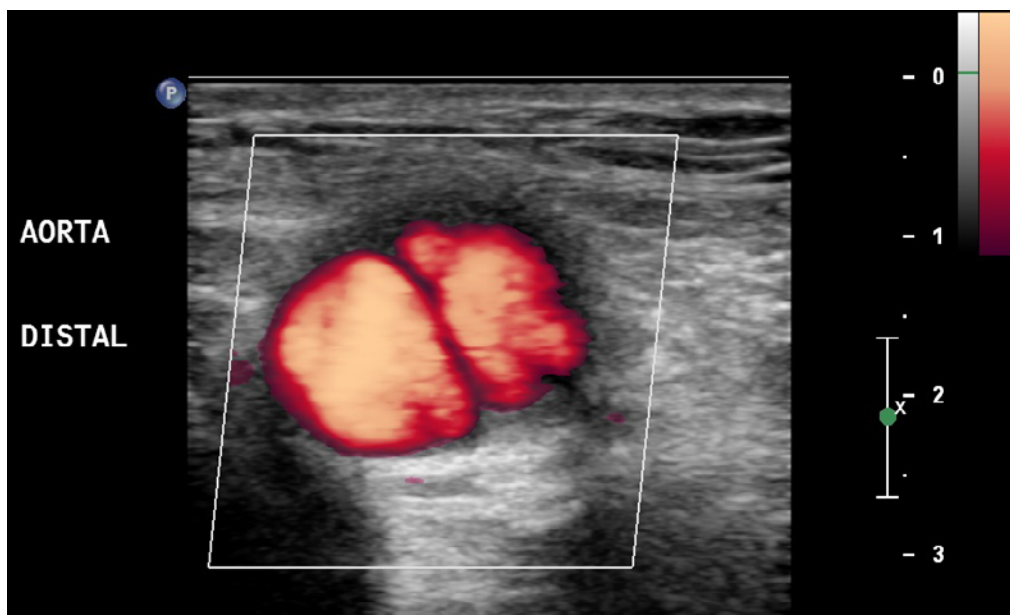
Doppler de amplitude da porção distal da aorta (eixo axial)
